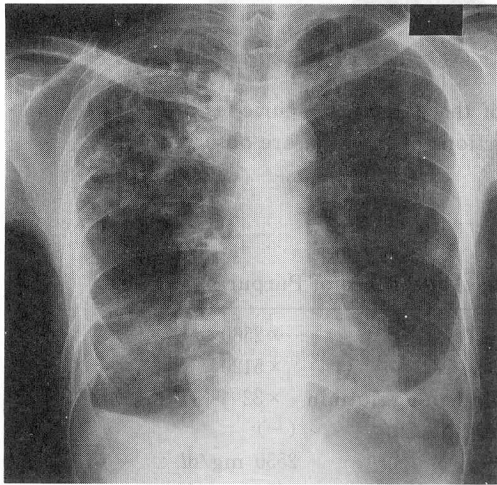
Chest X-ray film on admission reveals multiple thin-walled cavities in the bilateral lung. Pleural effusion in the bilateral lower lung was observed.
